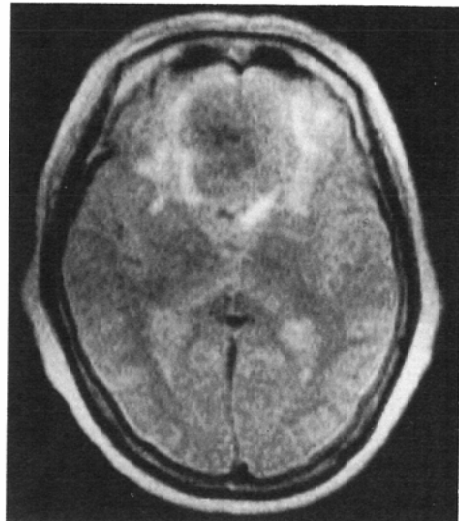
SE (1800/70). MR image shows increased signal intensity representing edema at the periphery of the mass.
